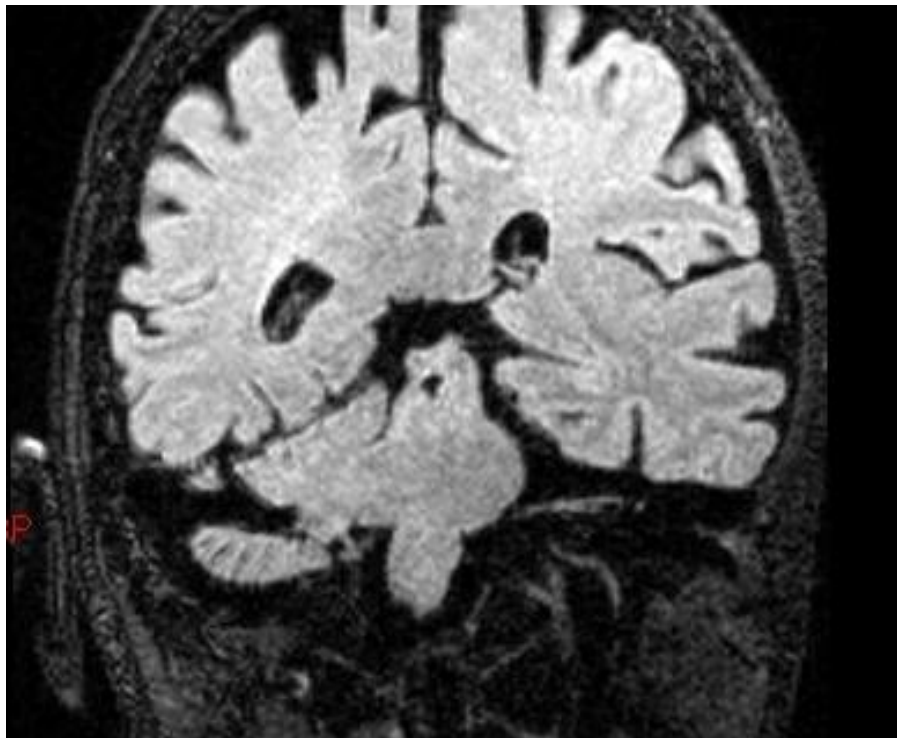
Caso clinico n 4- SSNHL sx- RM 3T, 3D-FLAIR con contrasto, scansione coronale: ipersegnale visibile su nervo cocleare sinistro.
